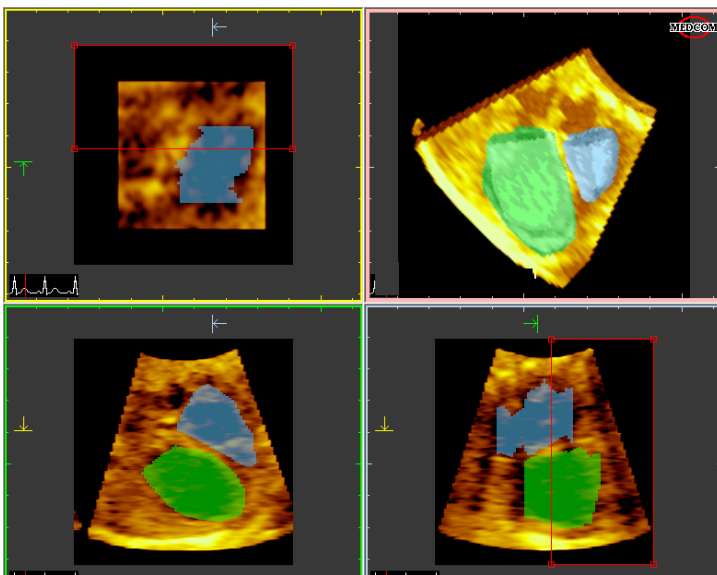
Volumenmessungen mit der 3D-Echtzeitechokardiographie
